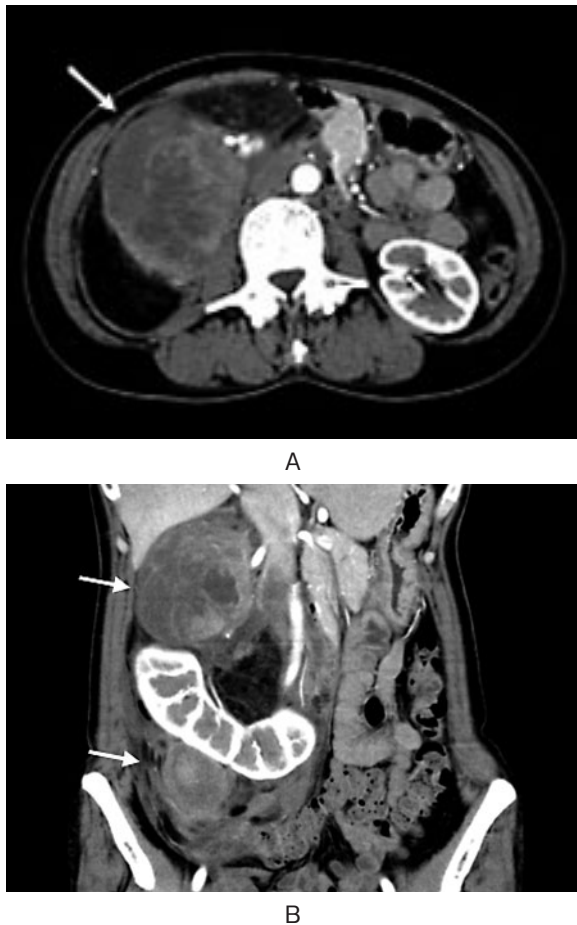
Transverse images (A) and coronal images (B) on abdominal CT. The right kidney was excluded ventrally inferiorly, and the ascending colon and inferior vena cava were compressed medially. The enhancement component indicated by the arrow is a dedifferentiated liposarcoma.
